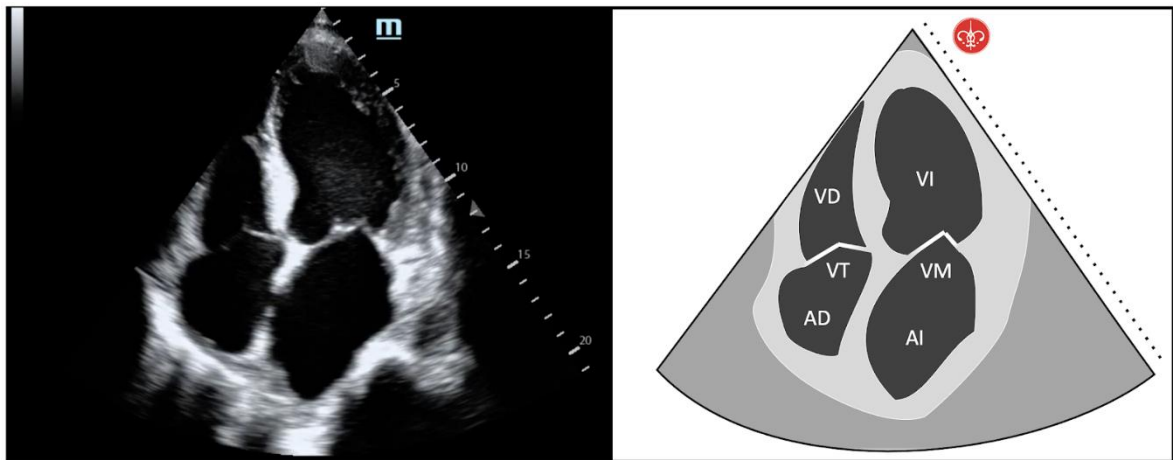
Imagen Nro. 7. ventana apical 4 cámaras. AD: aurícula derecha; AI: aurícula izquierda; VD: ventrículo derecho; VI: ventrículo izquierdo; VM: válvula mitral; VT: válvula tricúspide.
